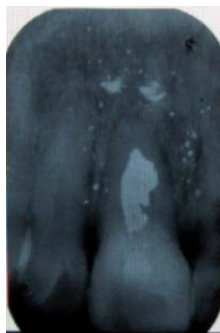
Rx Periapical. Evidencia de material radiopaco en el hueso adyacente y obturación defectuosa.
